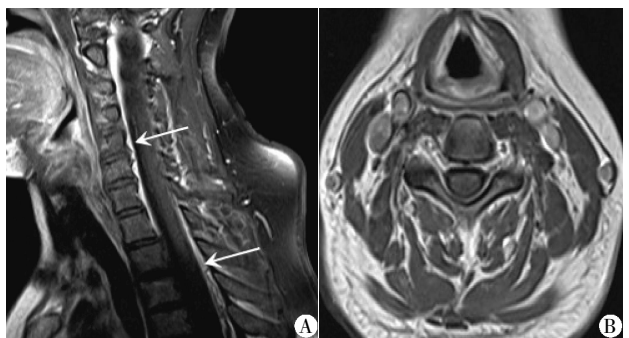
26 岁 SIH 女性患者 MRI 表现
